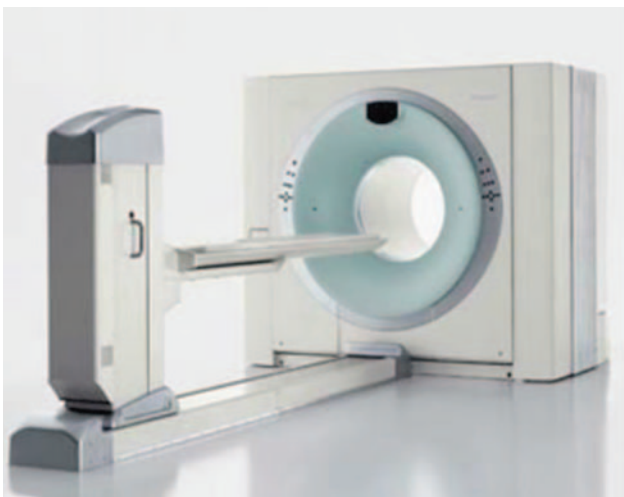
ПЕТ/КТ Biograph 64 TruePoint (Siemens)
